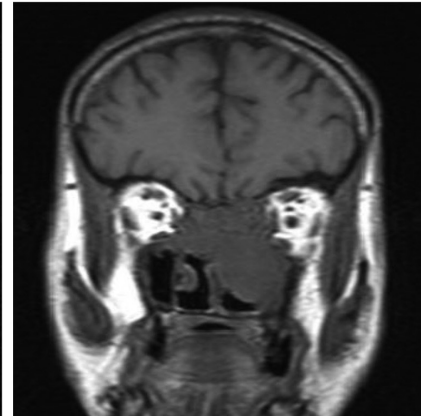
Хвора Б., 47 р. МРТ аденокістозного раку решітчастого лабіринту з поширенням в основну пазуху, середню черепну ямку, інтраорбітально.
